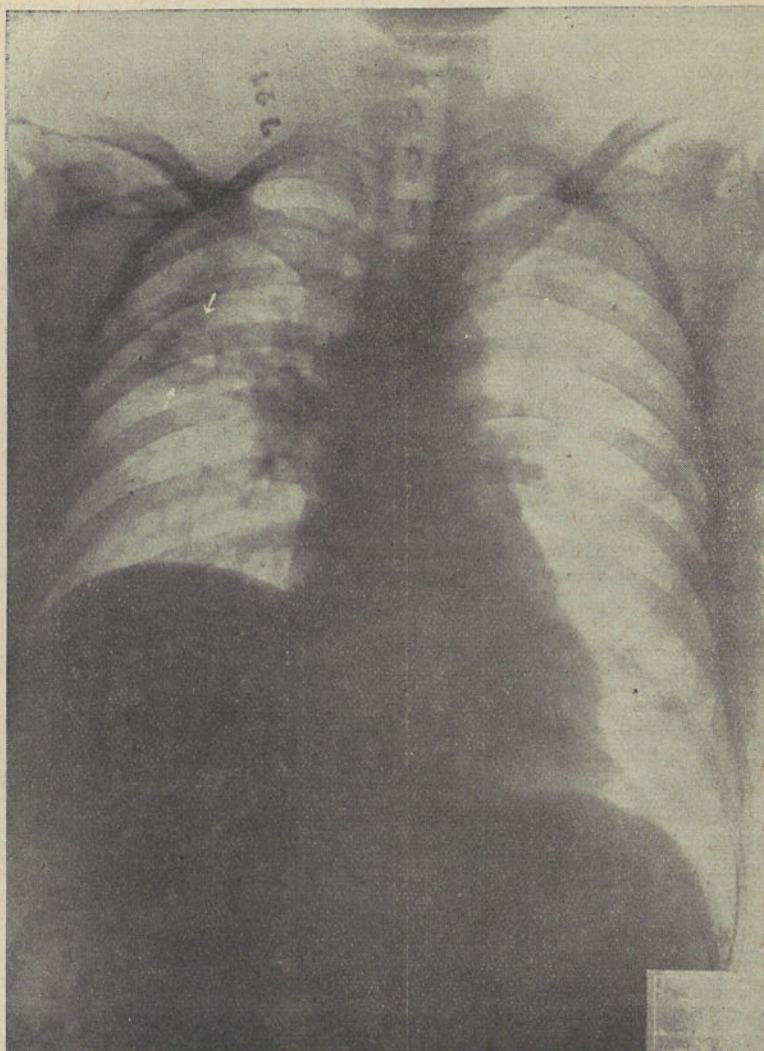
Teleradiografia do tórax, logo após a frenicectomia
